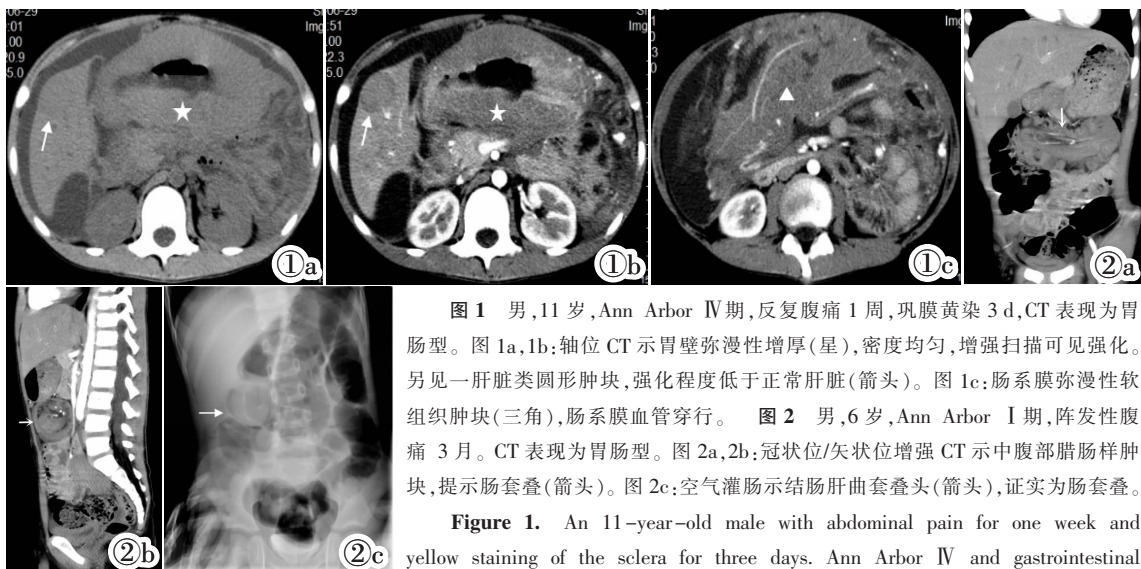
男, 11 岁, Ann Arbor IV 期, 反复腹痛 1 周, 巩膜黄染 3 d, CT 表现为胃肠型。图 1a, 1b: 轴位 CT 示胃壁弥漫性增厚(星), 密度均匀, 增强扫描可见强化。另见一肝脏类圆形肿块, 强化程度低于正常肝脏(箭头)。图 1c: 肠系膜弥漫性软组织肿块(三角), 肠系膜血管穿行(箭头)。图 2 男, 6 岁, Ann Arbor I 期, 阵发性腹痛 3 月。CT 表现为胃肠型。图 2a, 2b: 冠状位/矢状位增强 CT 示中腹部腊肠样肿块, 提示肠套叠(箭头)。图 2c: 空气灌肠示结肠肝曲套叠头(箭头), 证实为肠套叠。
